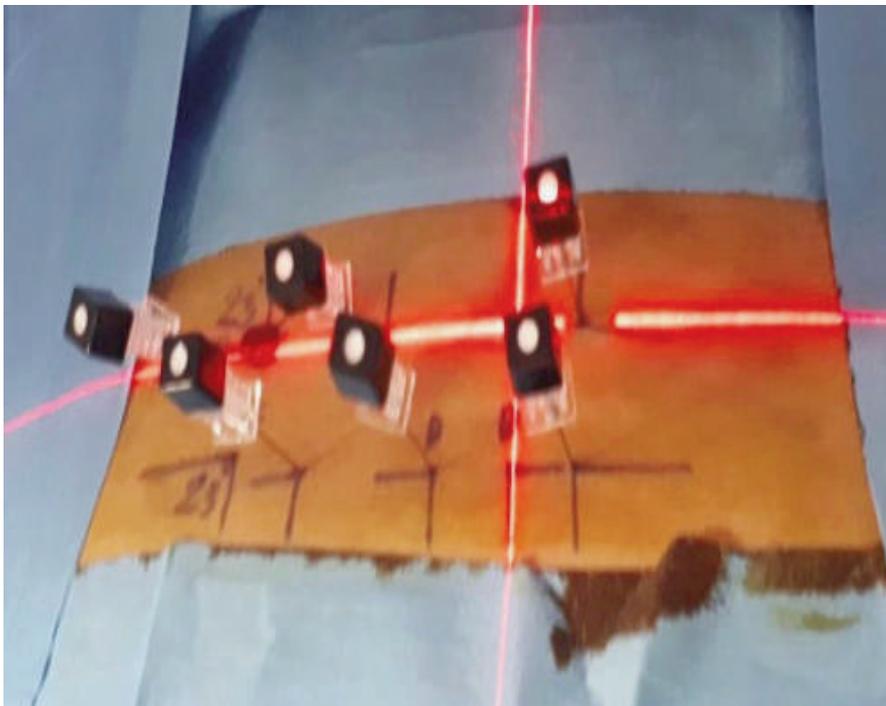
Positioning of needles after CT-guided measurement and reaching the foramen and nerve root.
